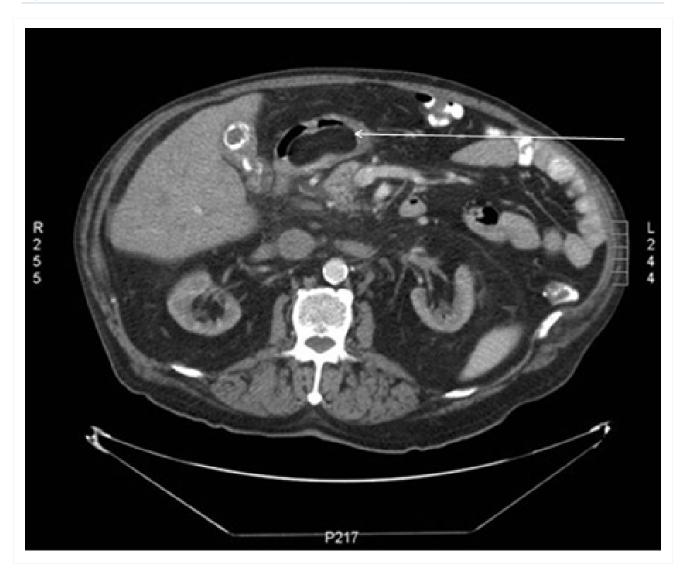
Lipoma submucoso gástrico, tomografia computadorizada (TC). Massa submucosa antral de densidade gordurosa.
